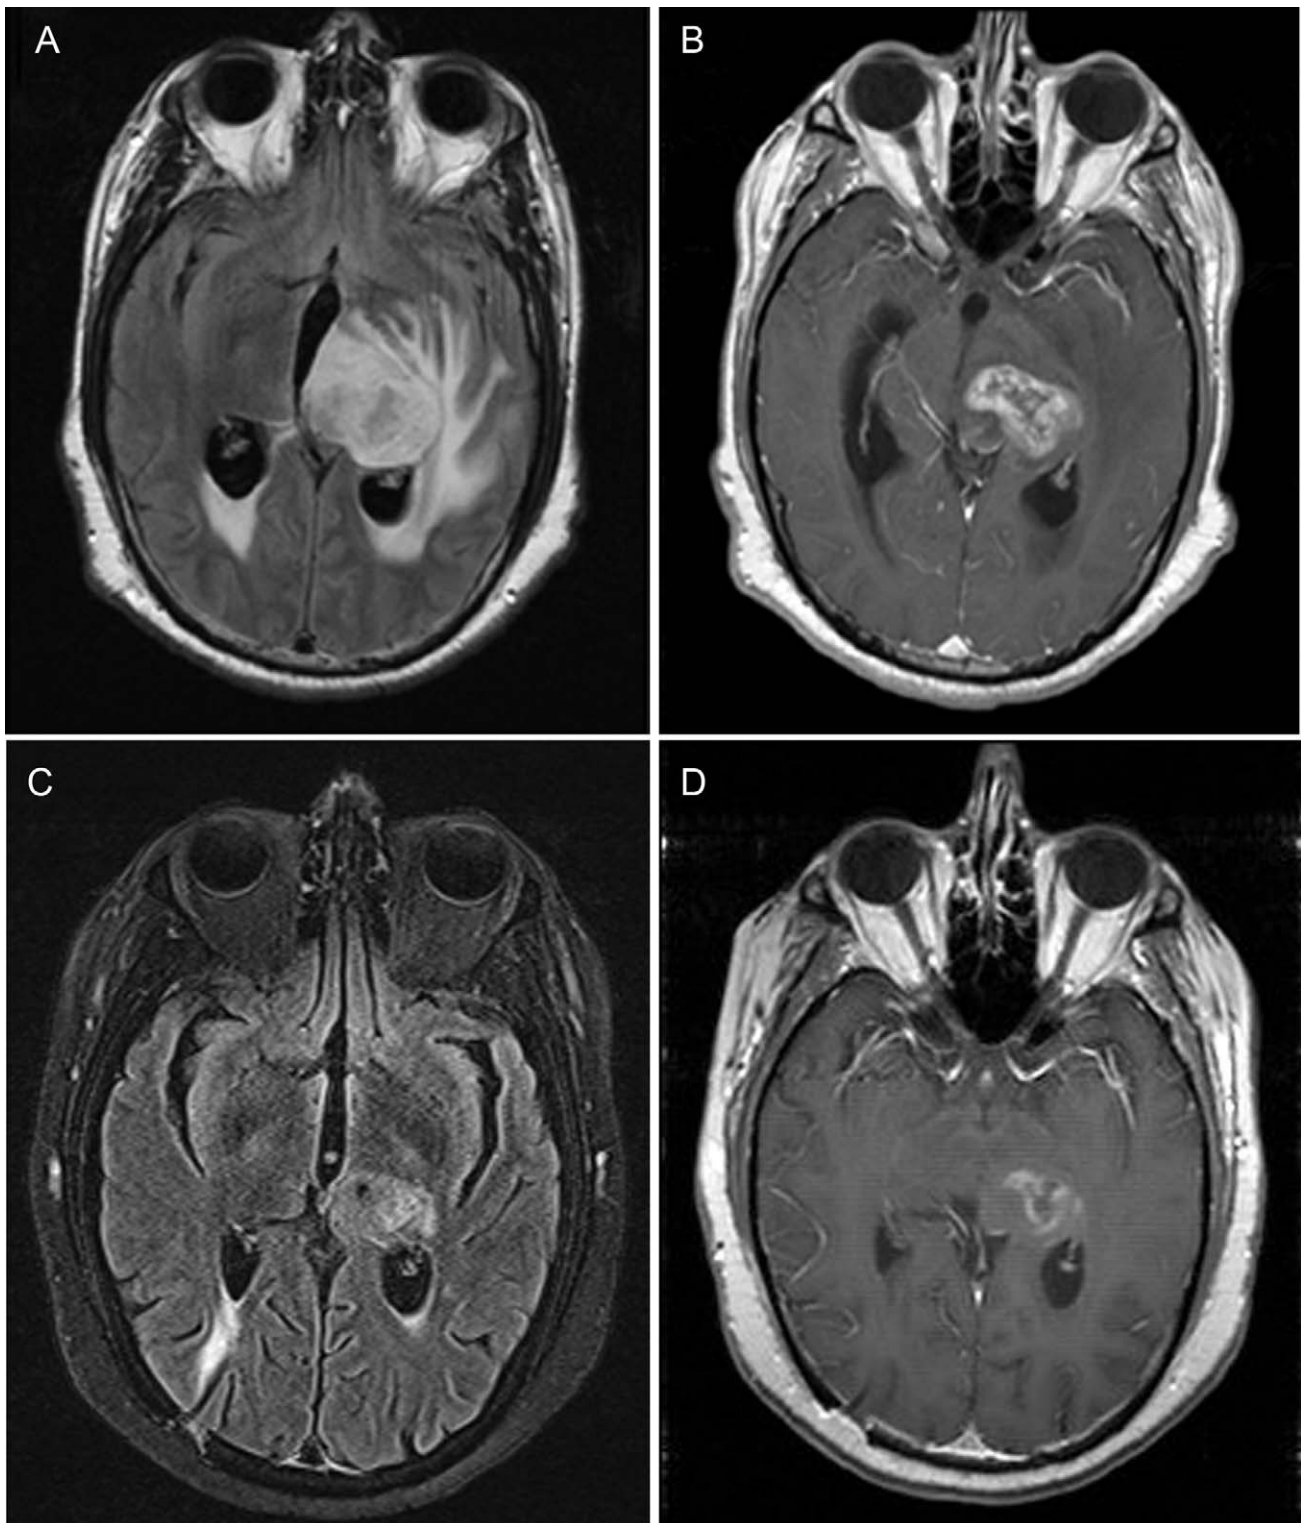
Resonancia magnética del paciente 4. Las imágenes A y B corresponden a secuencias FLAIR y T1 obtenidas después de que el paciente desarrollara un cuadro de deterioro cognitivo importante al finalizar el tratamiento con quimiorradioterapia. Las imágenes C y D corresponden a las mismas secuencias después de un ciclo de bevacizumab, en las que se puede observar la casi completa resolución del edema circundante.
